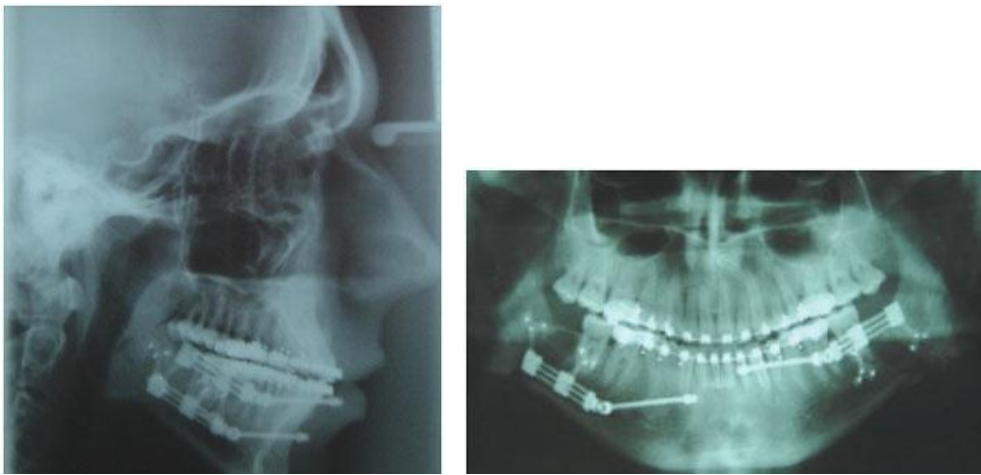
Radiografías cefálica lateral y panorámica postoperatorias de un paciente que recibió Distracción Osteogénica para observar la presencia de los distractores. Fuente: <http://scielo.isciii.es/img/revistas/maxi/v27n4/231fig6.jpg>
